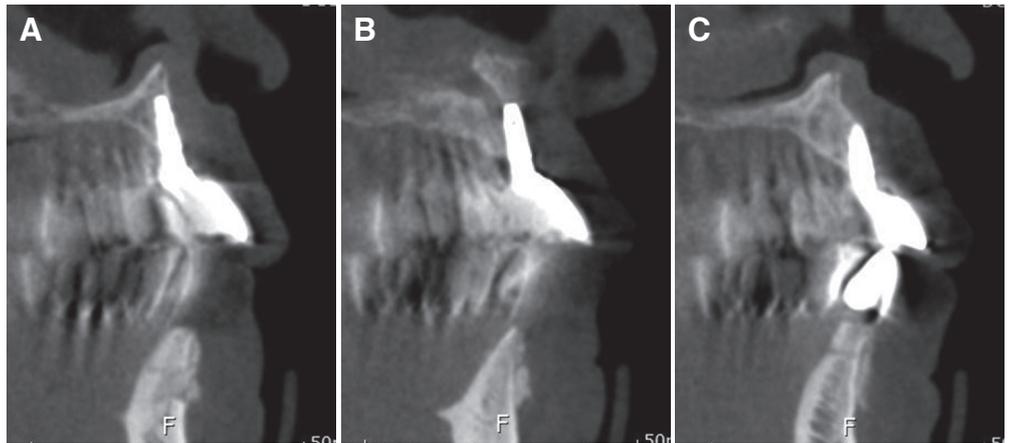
CBCT cross section view. (A) #13i, (B) #11i, (C) #22i.
